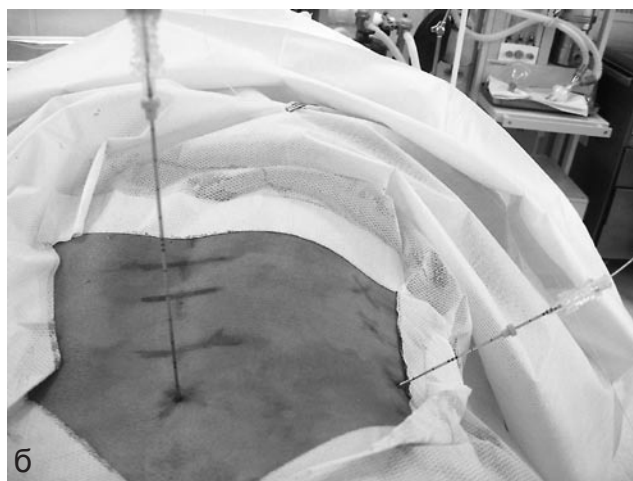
Пункция межпозвонковых дисков: а — $L_2 - L_3$, $L_3 - L_4$; б — $L_4 - L_5$, $L_5 - S_1$; в — контроль положения иглы с помощью рентгеновского электронно-оптического преобразователя; г — проводится лазерное облучение через кварцевый световод
